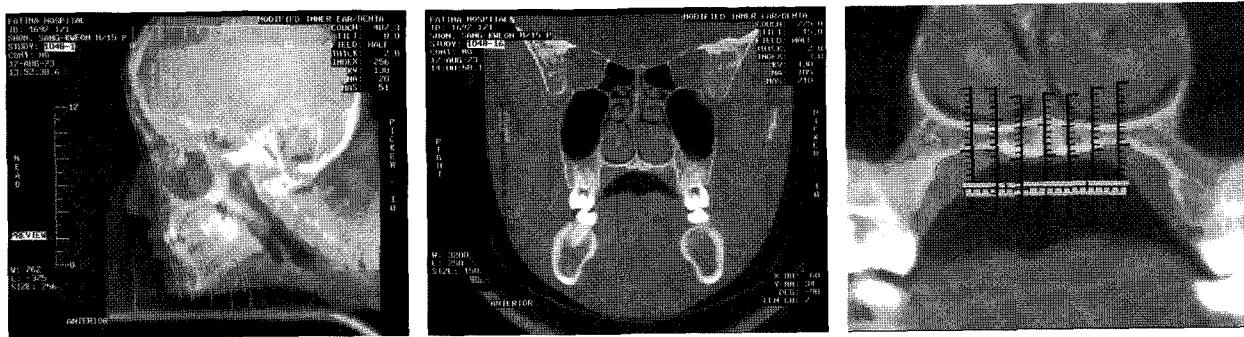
Facial CT (coronal section) showing bone thickness of mid-palatal and paramedian areas.
